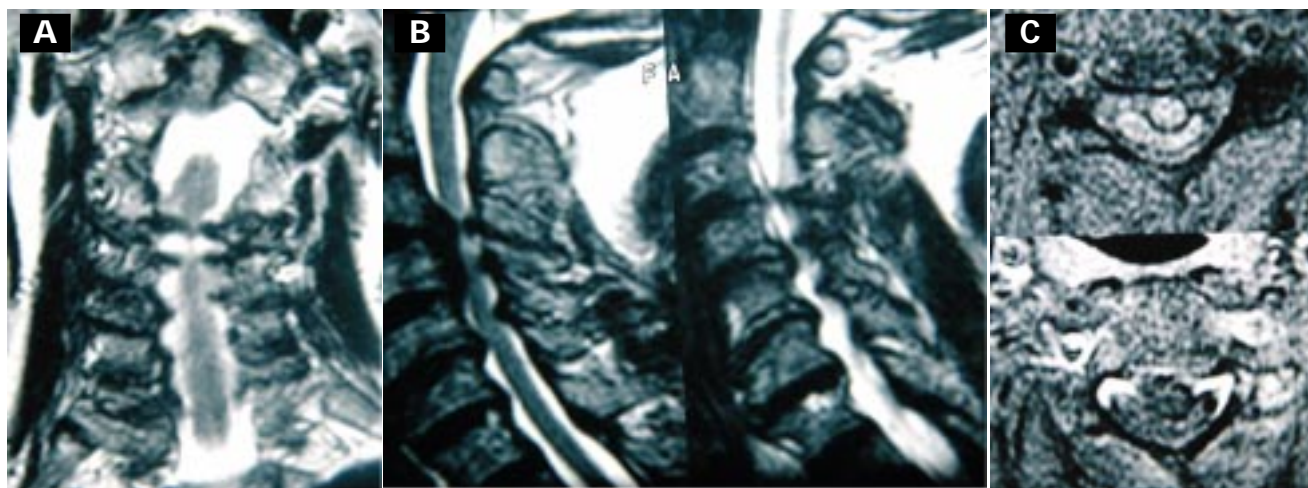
A. IRM coronal donde se observa compresión medular en varios niveles. B. Imagen hiperintensa intramedular y compresión ventrodorsal medular severa. C. deformación medular por compresión anterior. Este paciente tenía grado 3 A en el preoperatorio y pasó a grado 12 DE.
